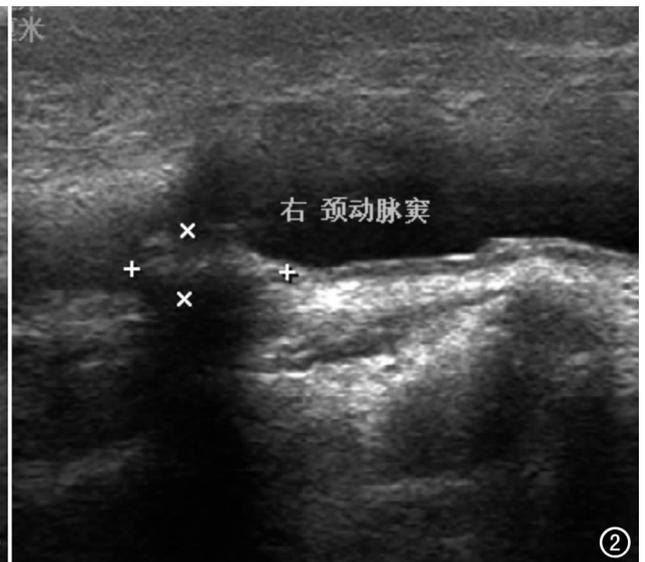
颈动脉彩色超声检查示多支病变组右颈动脉 IMT 增厚,窦部粥样硬化斑块形成。
